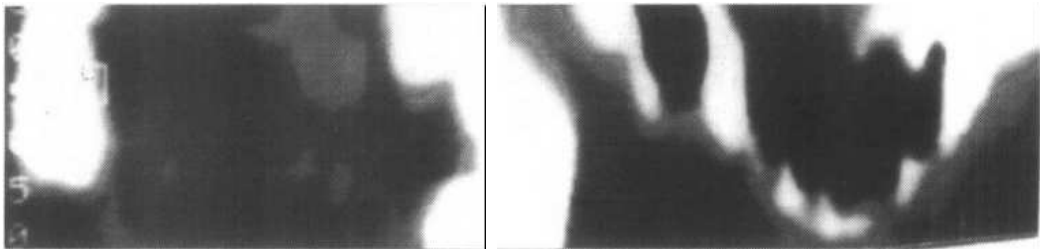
经横断面扫描、矢状面重建颞下颌关节 CT 图像
